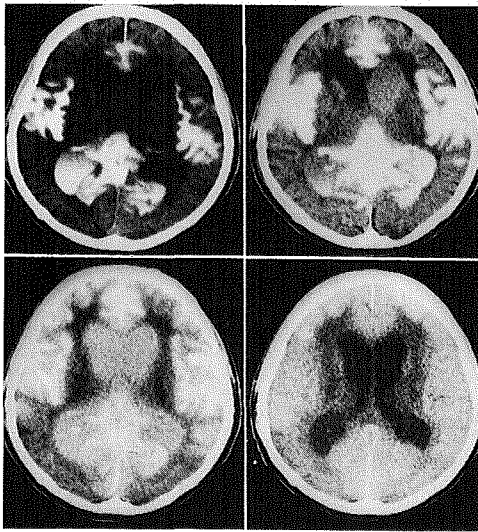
CT 脳槽造影の実例 [順に注入後3 (上段左), 6 (上段右), 24 (下段左), 48 (下段右) 時間] (78歳・男性)
